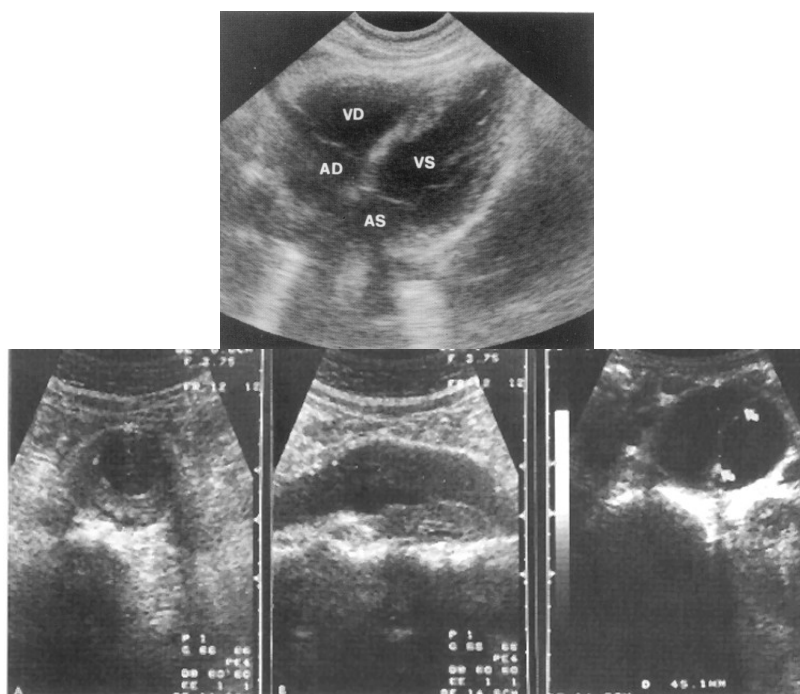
Ultrasonografia cardiacă și vasculară
